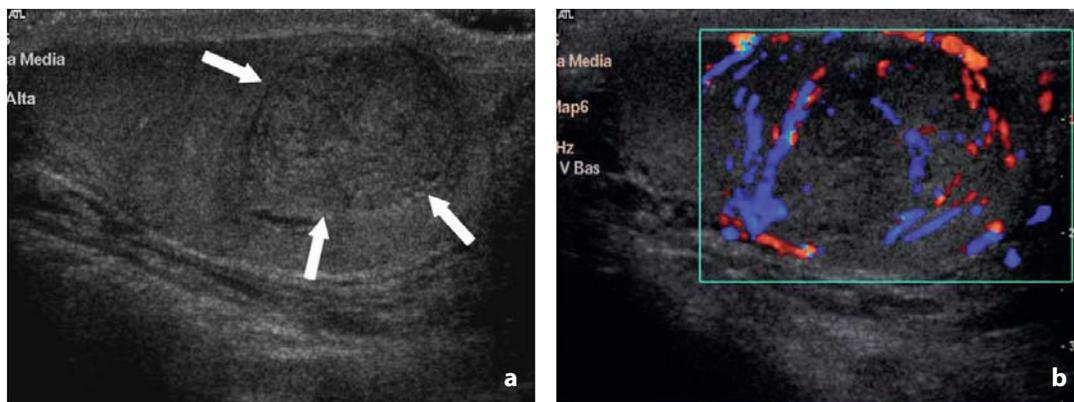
Orchite focale. a In un contesto clinico di tipo infiammatorio si osserva una formazione tondeggiante intratesticolare (freccie) che ha vascolarizzazione interna al color-Doppler (b)
